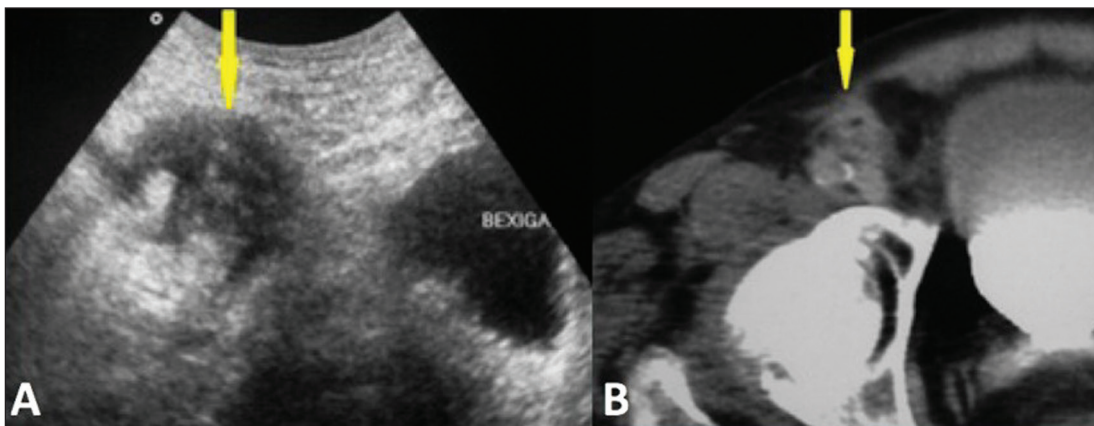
A: Ultrassonografia axial mostra área hipoeoica, heterogênea e mal delimitada no canal inguinal. B: Tomografia computadorizada axial do mesmo paciente demonstra o apêndice espessado no canal inguinal.
